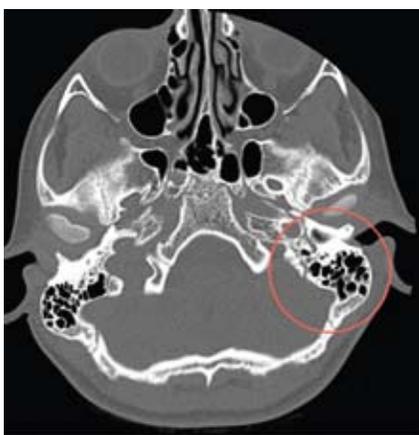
Tomografia Computorizada dos Ouvidos. Sinais de otomastoidite esquerda com possível evolução colesteatomatosa. Círculo a vermelho assinala zona da lesão.
